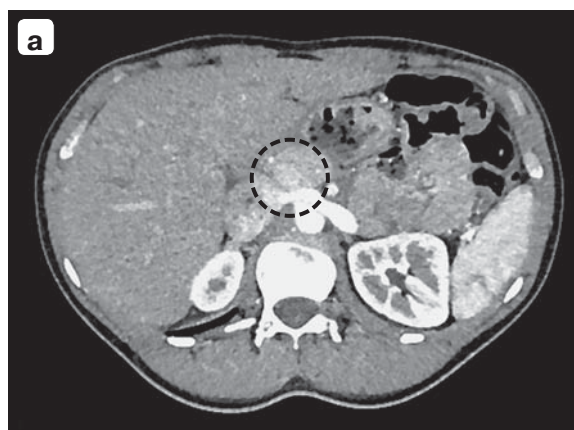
НЭО ПЖ: а – компьютерная томограмма, опухоль G2 по задней поверхности крючковидного отростка (указана контуром); б – интраоперационное фото, двенадцатиперстная кишка и головка ПЖ мобилизованы по Кохеру и отведены влево, фасция Тольда рассечена, обнажена НЭО. 1 – нижняя полая вена, 2 – двенадцатиперстная кишка, отнесенная тупфером, 3 – НЭО, задняя поверхность ПЖ. Стрелкой указана опухоль.
